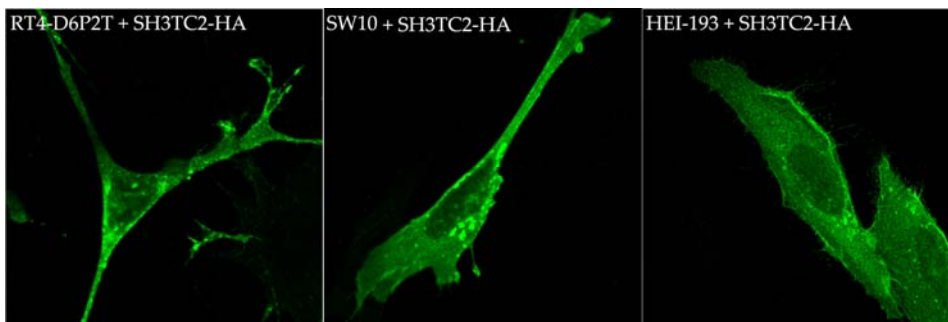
Localización celular de SH3TC2 en líneas celulares de Schwann. El patrón de expresión de SH3TC2-HA, sobreexpresado en células RT4-D6P2T, SW10 y HEI-193, se analizó mediante inmunodetección con anti-HA (canal verde).
